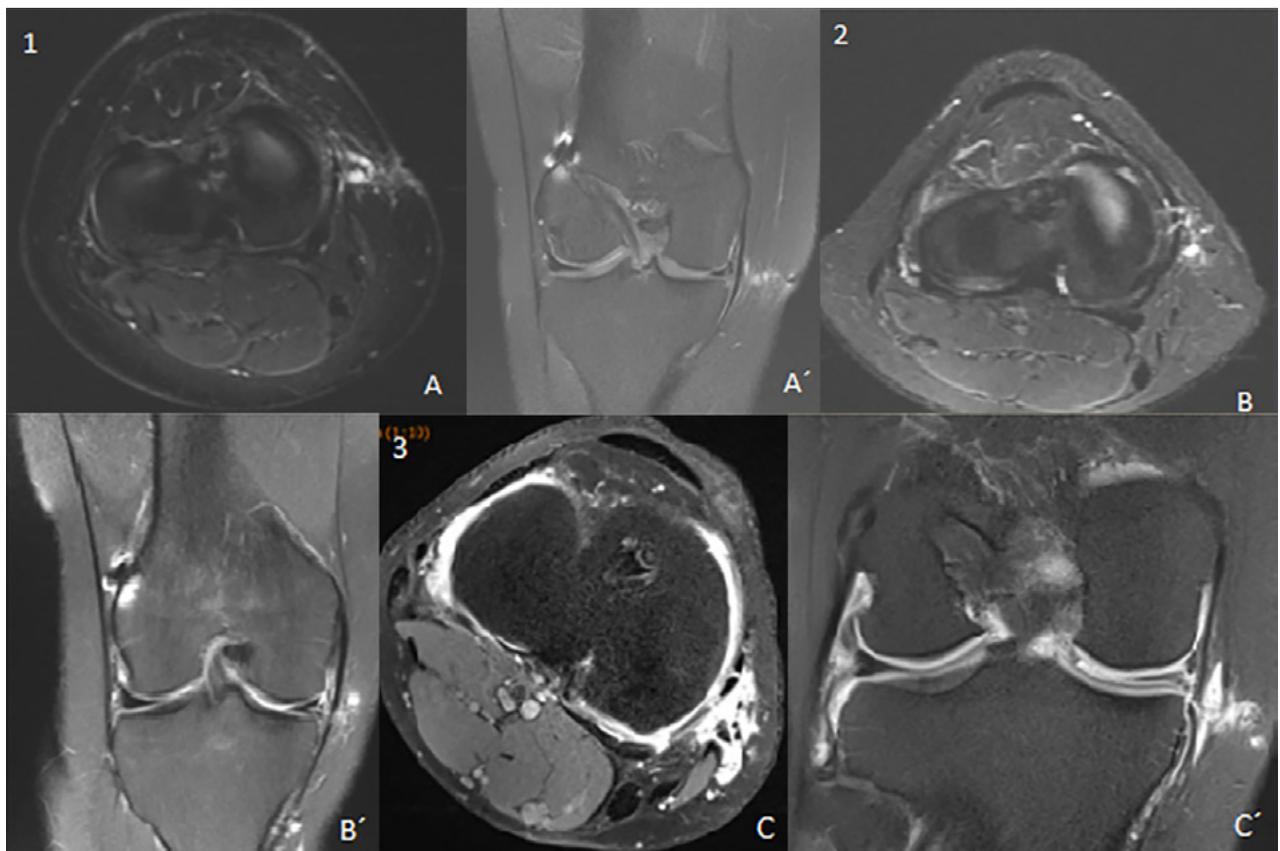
1) RM de paciente 1. Edema en tejido celular subcutáneo en relación a quiste perisutura meniscal en sector medial. A) Corte axial en T2 supresión grasa A') Corte coronal en T2. 2) RM de paciente 2. Imágenes con intensidad líquida en plano profundo del sector medial en relación a sutura. B) Corte coronal T2. B') Corte axial en T2. 3) Artroresonancia de paciente 3. Edema en región medial de rodilla en zona de sutura meniscal. C) Corte coronal T2. C') Corte axial T2.
